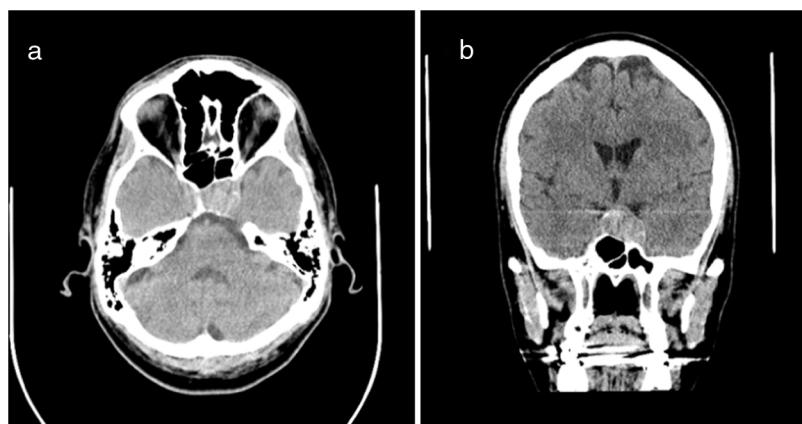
(a e b) Tomografia computadorizada sem contraste. Cortes axial (a) e coronal (b) mostram predomínio de massa selar hiperdensa medindo $1,9 \times 2,8 \times 2,0$ cm, ecêntrica à esquerda com extensão para a cisterna supraselar, pinçamento do quiasma óptico esquerdo e deiscência bilateral das paredes do seio esfenóide posterior.
